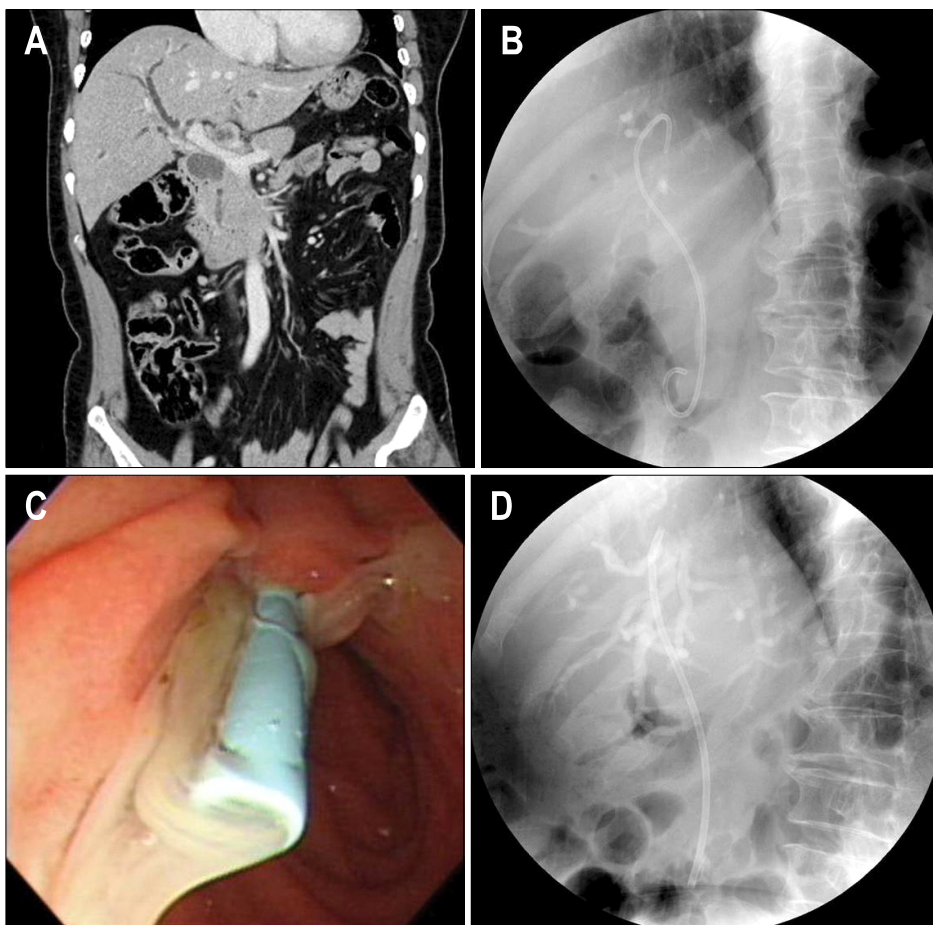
(A) CT finding. Contrast-enhanced coronal reformatted CT image showed abrupt narrowing of the extrahepatic bile duct caused by the invasion of gallbladder cancer. (B) ERCP finding. A 7 Fr pigtail catheter was inserted into the left intrahepatic duct. (C) Duodenoscopic finding. Pus-like materials were drained after 10 Fr plastic stent insertion. (D) ERCP finding. A 10 Fr plastic stent was inserted into the left intrahepatic duct.
